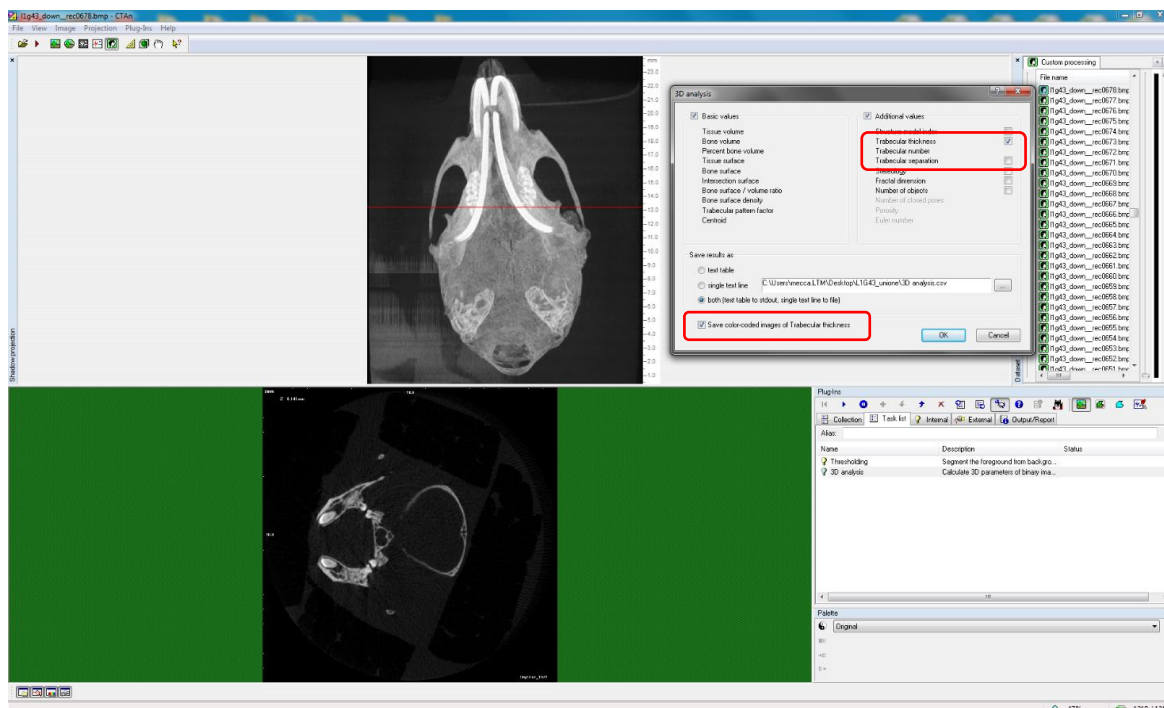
Panoramica in CT-Analyser per le impostazioni delle analisi 2D e 3D con l'opzione di salvataggio in color-coded.
